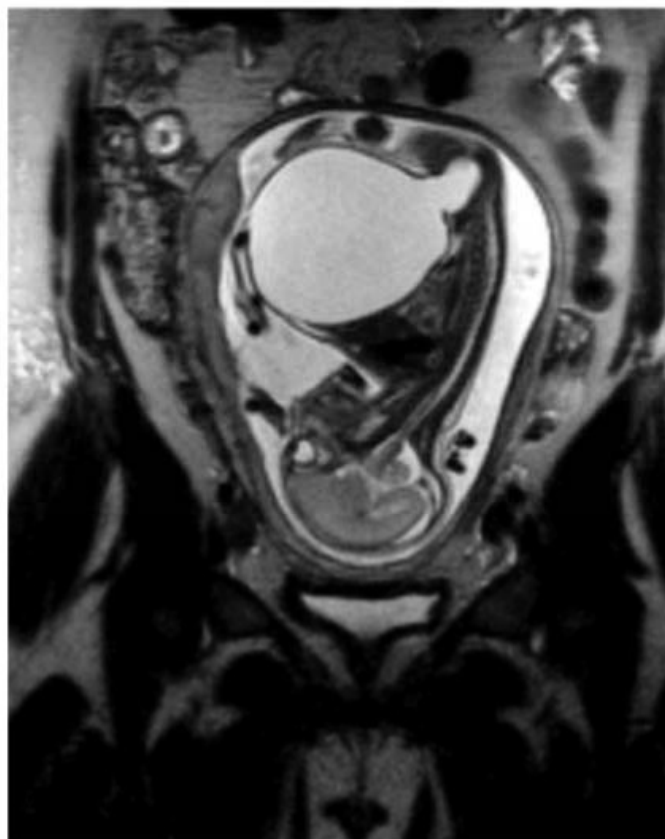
■ Ressonância Nuclear Magnética: Sagital T2 de feto na 26ª semana, portador de válvula de uretra posterior. Nota-se presença de oligoidramnia acentuada. (Foto autorizada pelo Dr. Heron Werner.)
